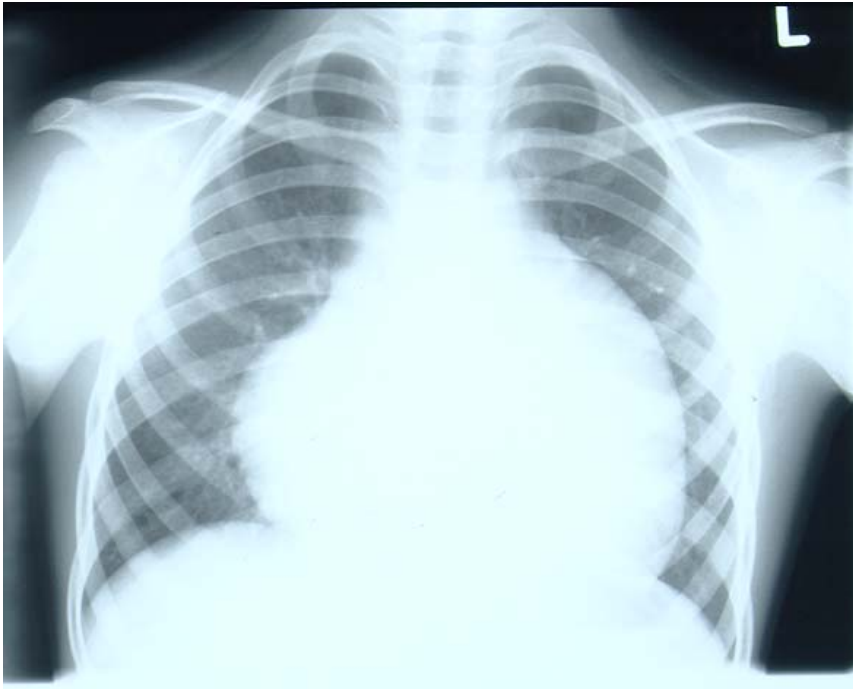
Röntgen-Thorax bei Morbus Ebstein mit typischer Bocksbeutelform
